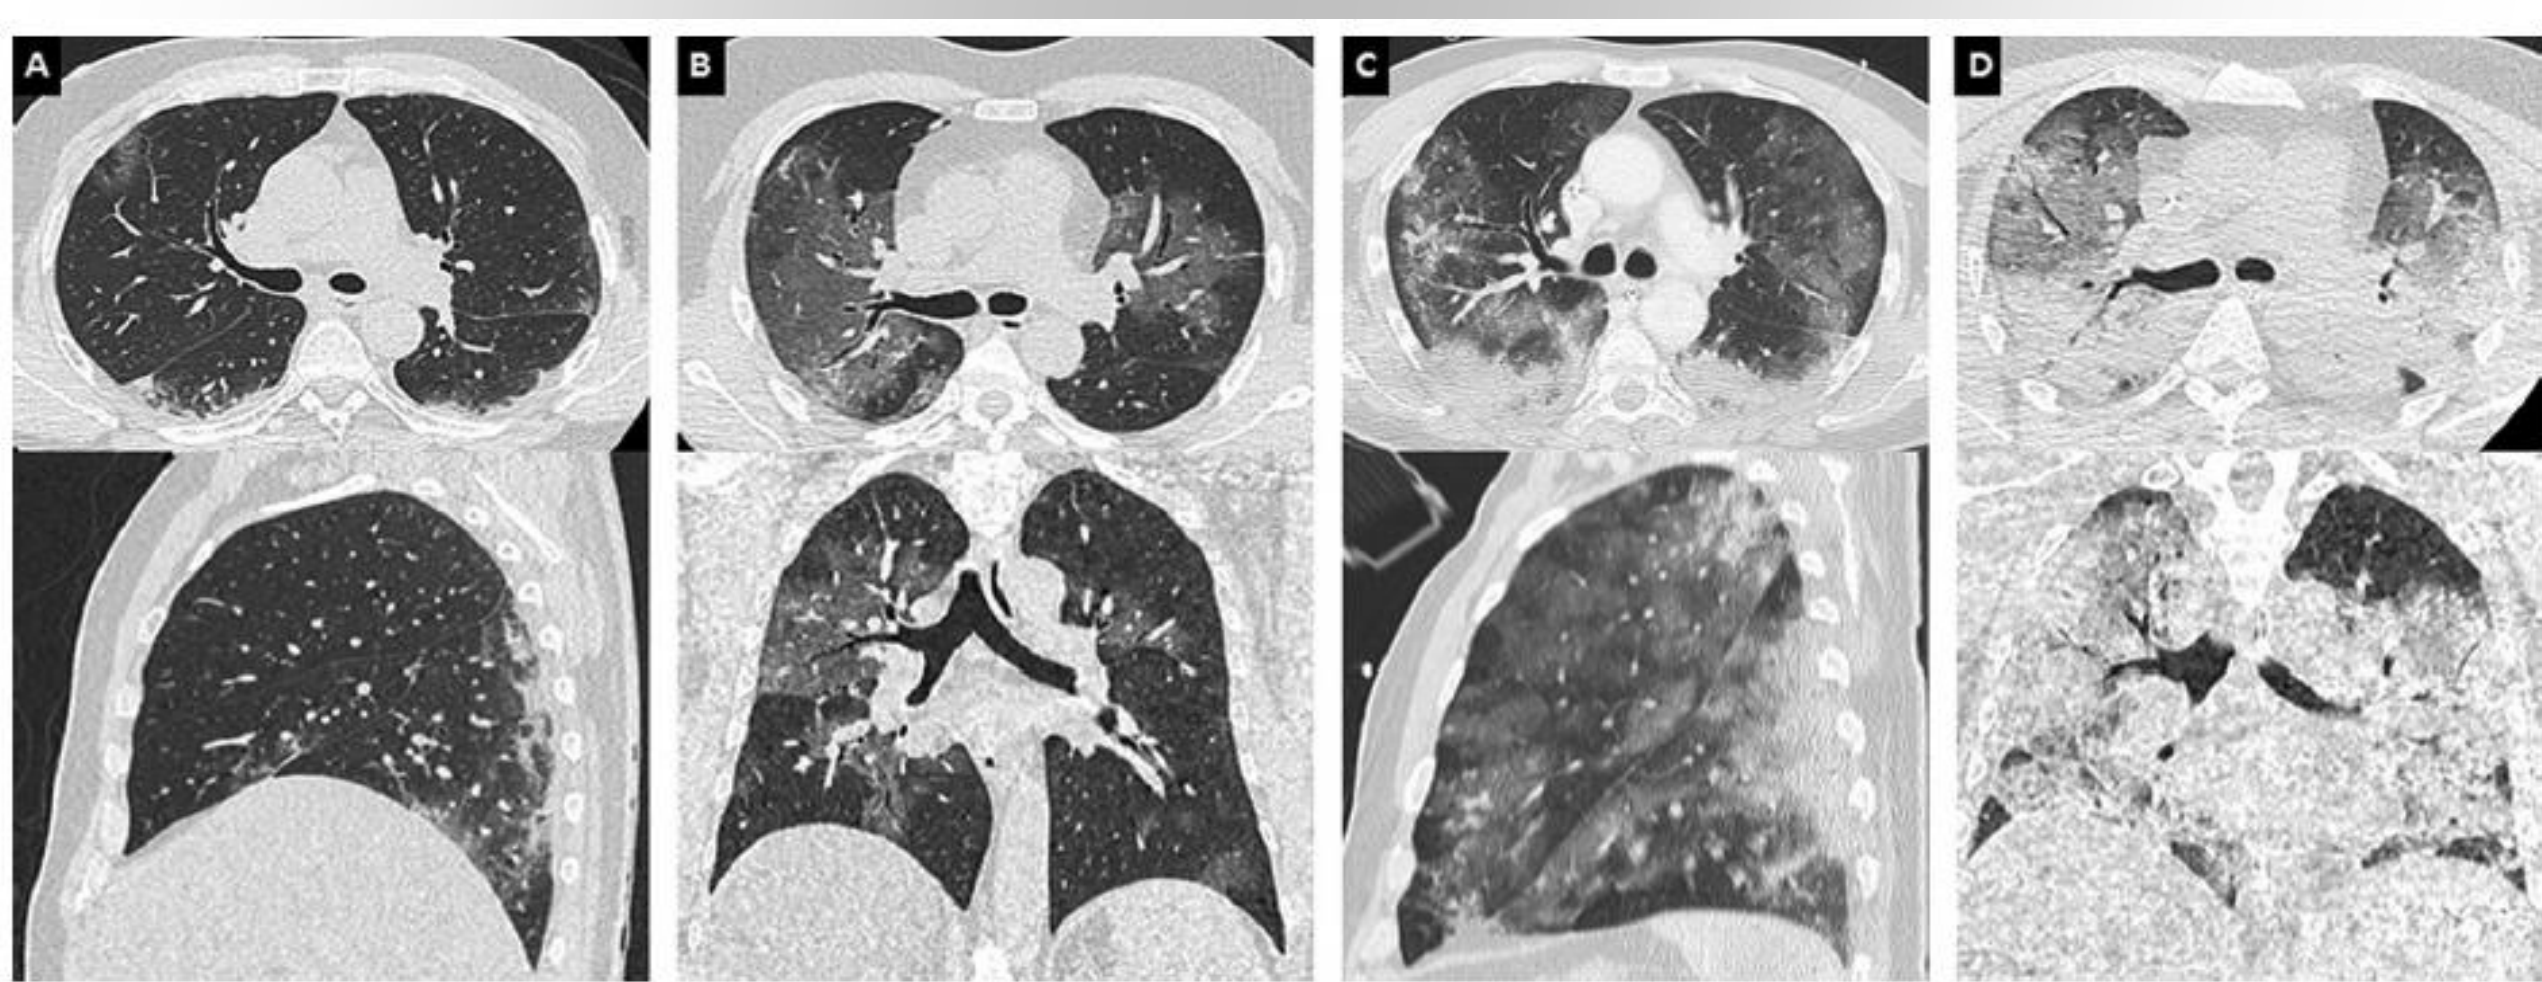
Various degrees of lung involvement in COVID-19 pneumonia in four different patients. Unenhanced CT images of the chest (lung window: W 1600/L-500 HU) in the axial (up) and coronal (down) planes show typical examples of moderate (< 25%), extensive (25–50%), severe (50–75%) and critical (> 75%) lung involvement (A, B, C, D, respectively). The latter images are (D) characteristic of acute respiratory distress syndrome with a gravitationally dependent gradient.
